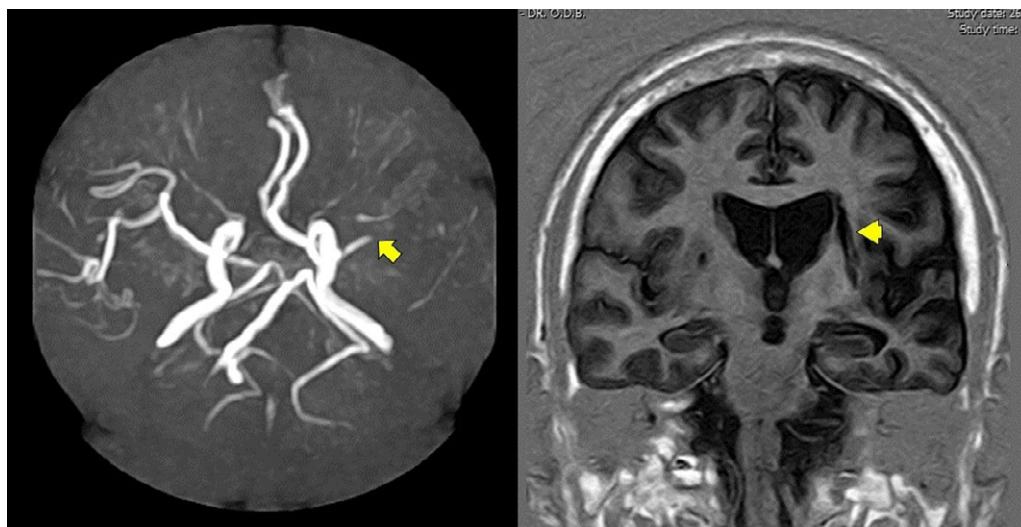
A 74-year-old man with history of arterial hypertension presented with right facio-brachial paresis of sudden onset associated with ipsilateral sensory deficit. Magnetic resonance angiography of intracranial vessels showed occlusion of the left middle cerebral artery (left panel), and T1-weighted inversion-recovery sagittal sequence showed an infarct located at the left external capsule (right panel).
